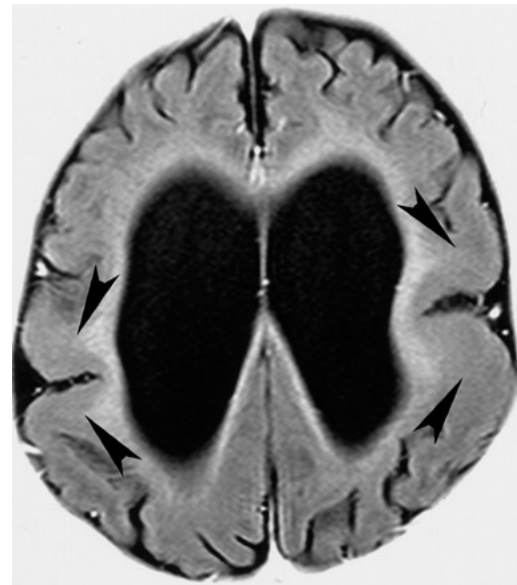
МРТ головного мозга, аксиальная проекция. Больной Р, 7 лет. Фрагментарная пахигирия с симптоматической генерализованной эпилепсией и грубой задержкой психоинтеллектуального развития. Аксиальный срез: локальное обеднение сультации, утолщение коры и иррегулярный характер серооболочечной дифференциации.
